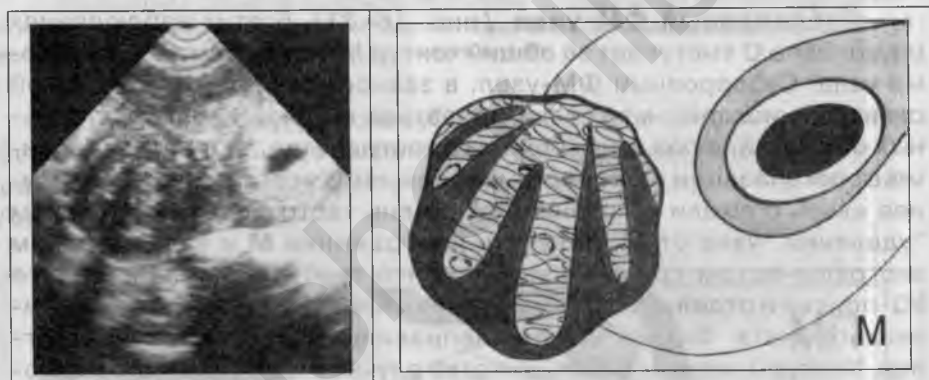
Интрамурально-субсерозная фибромиома, случайно выявленная в процессе ТВ-УЗИ по поводу БРС.
